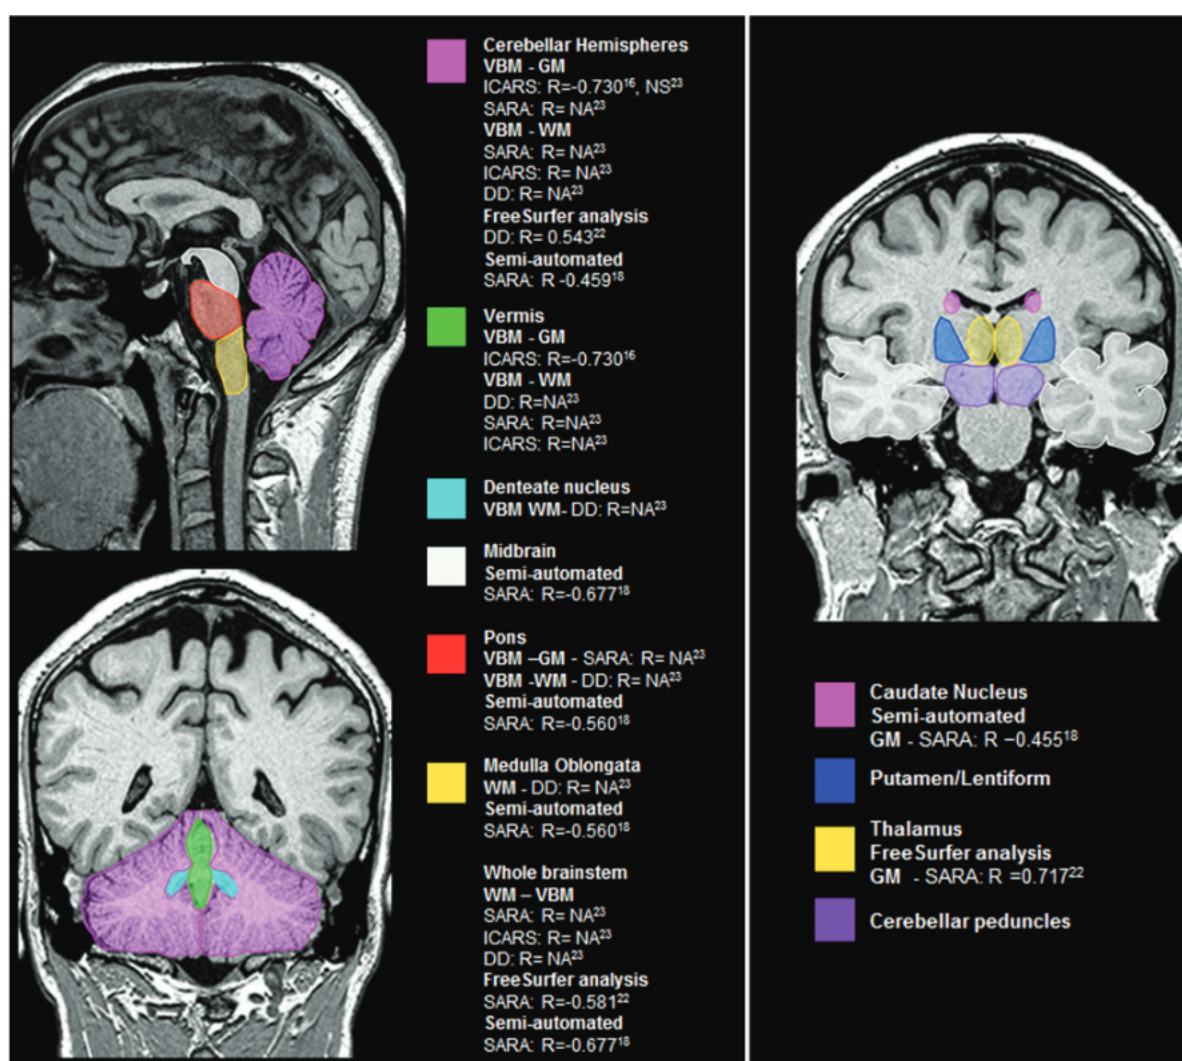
IRM que muestra la region adectada en pacientes con SCA. Tomada de [15].
